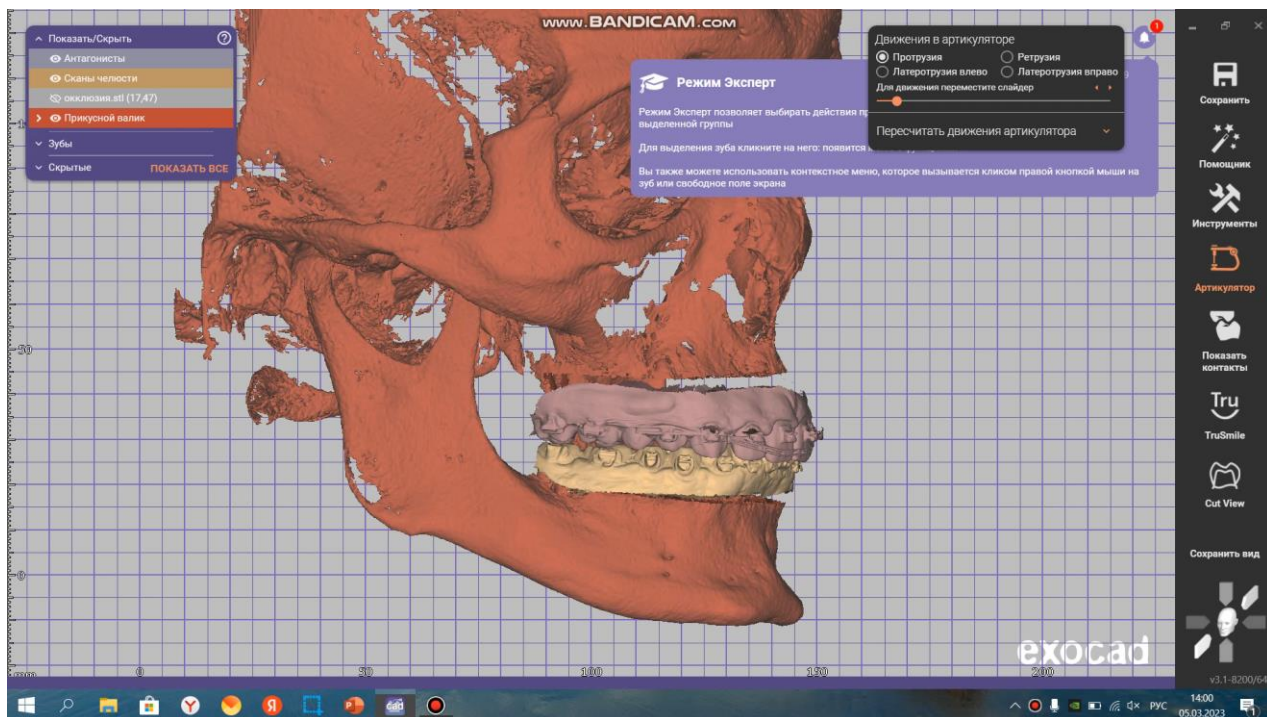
Сопоставление сканов с компьютерной томограммой для виртуальной артикуляции в программе ExoCad
